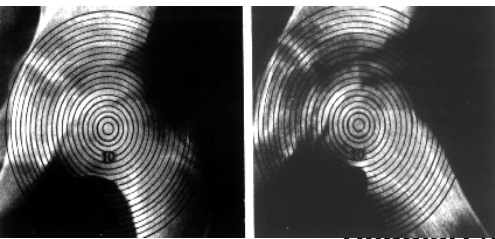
círculos concéntricos de Moose aplicados en una radiografía en el final de la remodelación ósea.
